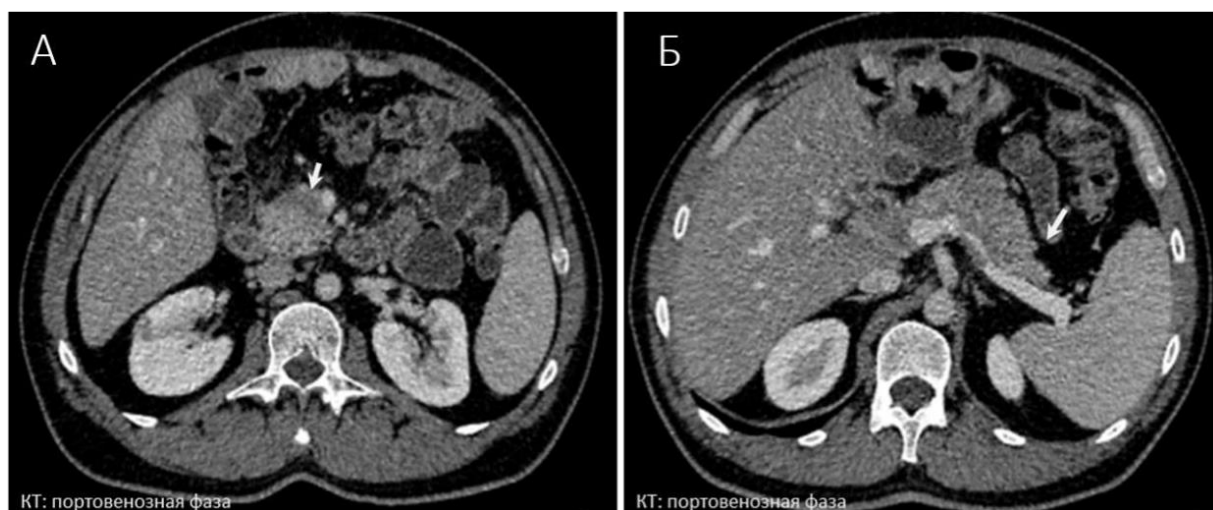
КТ: А – увеличенная головка поджелудочной железы до 36 мм (стрелка); Б – образование с неровными нечеткими контурами размерами 65×31×37 мм в области тела и хвоста поджелудочной железы (стрелка)
